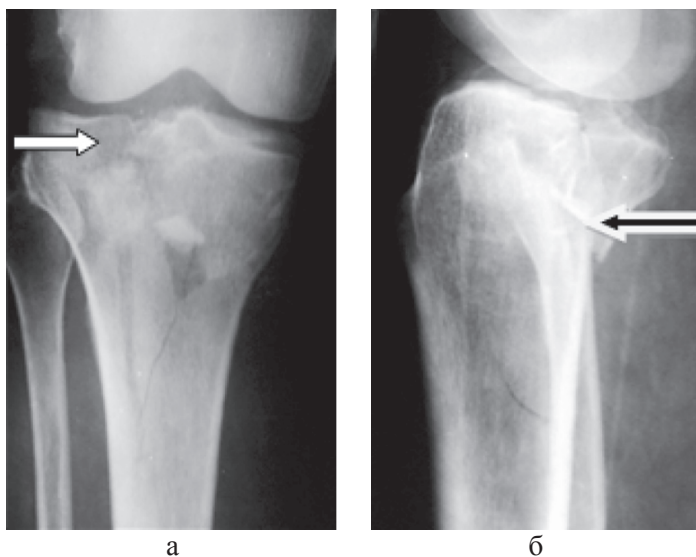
Рентгенограммы правого коленного сустава больного С., 72 года, в прямой (а) и боковой (б) проекциях при поступлении: определяется перелом обоих мыщелков правой большеберцовой кости, тип V по J. Schatzker. В прямой проекции (а) определяется многооскольчатый импрессионный перелом наружного мыщелка (белая стрелка); в боковой проекции (б) определяется дорсофронтальный перелом медиального мыщелка по типу скола (черная стрелка)
